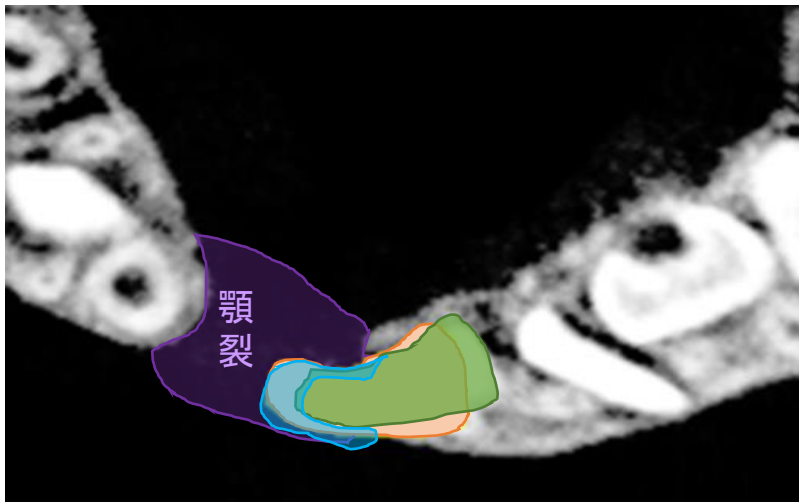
CBCT立体構築画像を重ね合わせた顎裂および患側中切歯の描出
